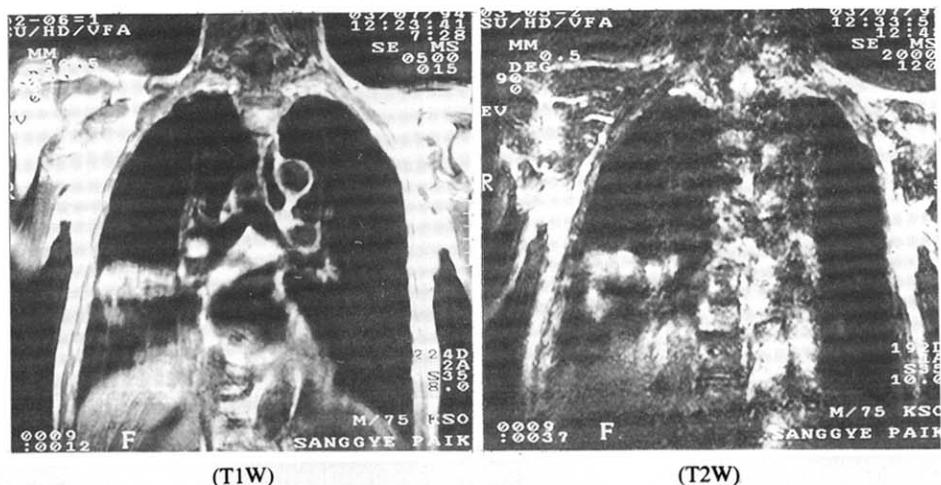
Chest MRI; Showing high signal intensity on both T1W and T2W image with air-bronchogram in both lower lobes and Rt. middle lobe.
